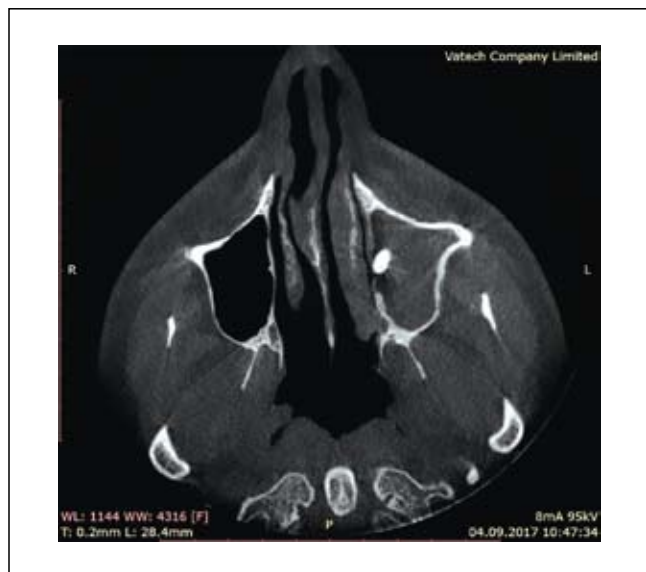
Компьютерная томография околоносовых пазух в аксиальной проекции.
